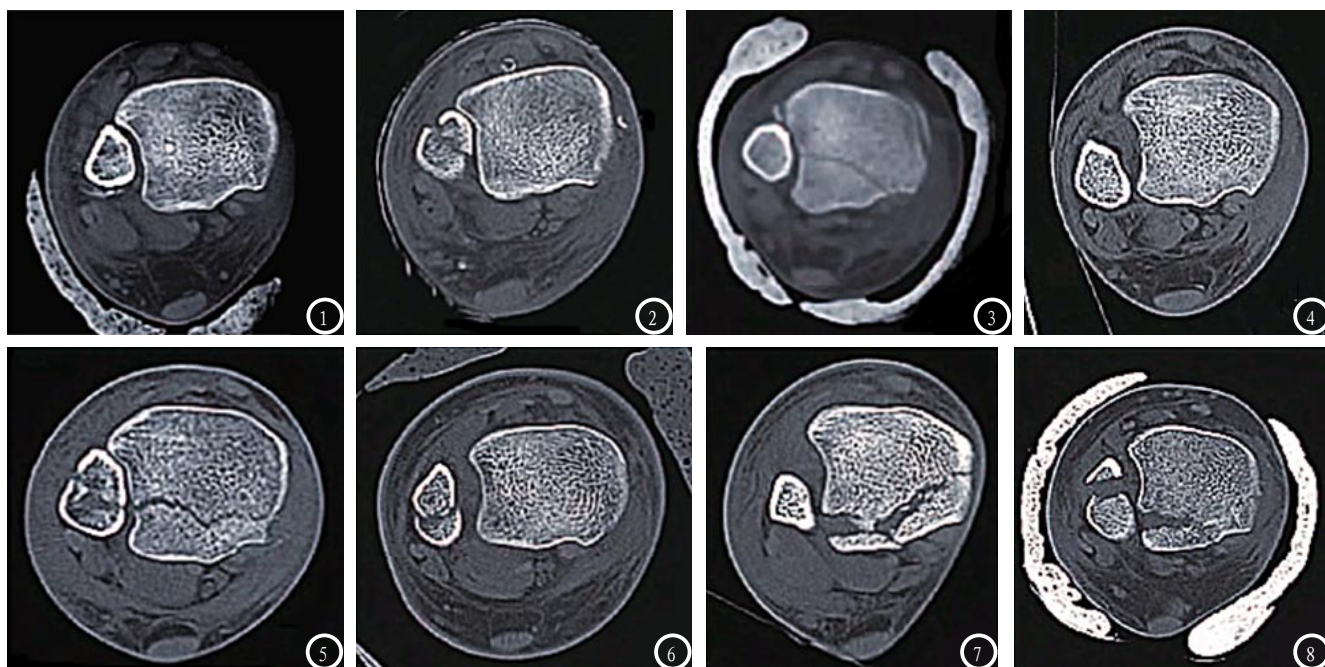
踝关节骨折CT横断面图像的8种表现形式
